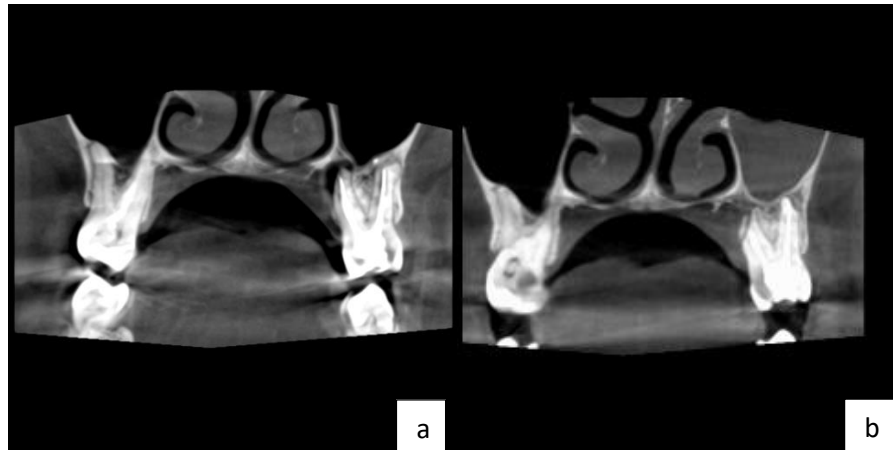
a, Periodontitis apical crónica en diente 2.7. Afectación tanto de las raíces vestibulares como palatinas. b, 14 meses tras la realización de la cirugía periapical del diente 2.7, se observa una cicatrización limitada, pues, aunque se ha formado hueso alrededor de las raíces vestibulares, por palatino se observa formación ósea incompleta.
